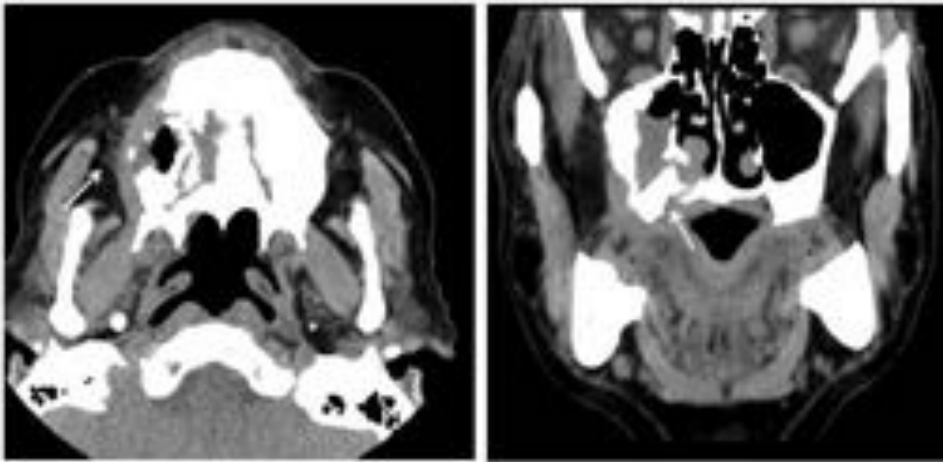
TAC corte axial y coronal. Osteonecrosis, en tratamiento con bifosfonatos (flechas).
